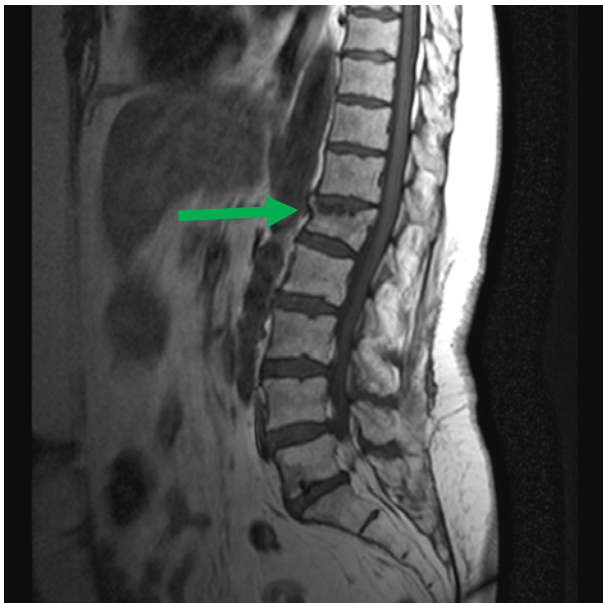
imagem de RM com ponderação em T1 ilustrando uma fratura vertebral por compressão em L1. Observe a diminuição da altura e deformidade relacionadas à fratura compressiva deste corpo vertebral (seta).
